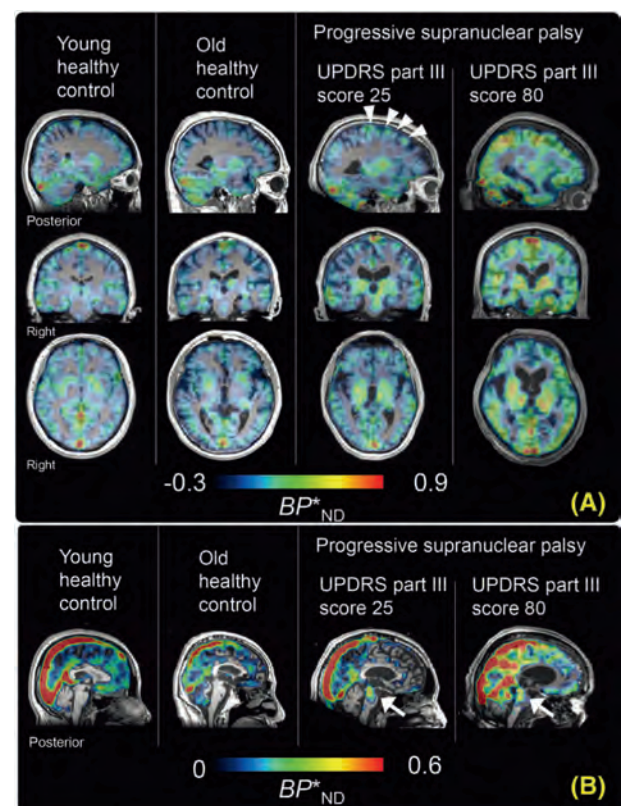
¹¹C-PBB3 結合能 (BP^*_{ND}) の代表的パラメトリック画像 (新皮質 (A) および脳幹 (B) に焦点を合わせている)。若年 (年齢: 35 歳) 健常対照被験者 (healthy control subject; HC) 1 例, 高齢 (年齢: 75 歳) HC 1 例, 軽度の症状を伴う PSP 患者 1 例 (年齢: 57 歳, Unified Parkinson's Disease Rating Scale (UPDRS): 25 ポイント), 重度の症状を伴う PSP 患者 1 例 (年齢: 75 歳, UPDRS: 80 ポイント)。PET データは、対応する T₁ 強調 MRI 画像上に重ね合わせている。矢印は、PSP 患者の中脳の正中領域における放射性リガンド結合の上昇を示す。矢頭は、PSP 患者の前頭葉の外側領域における放射性リガンド結合の上昇を示す。注目すべき点として、脳幹を含む白質では ¹¹C-PBB3 BP^*_{ND} 値が灰白質よりも小さく、(A) と (B) ではダイナミックレンジが異なる。結合能 (BP^*_{ND}): タウ密度を直接反映する結合パラメータ。
